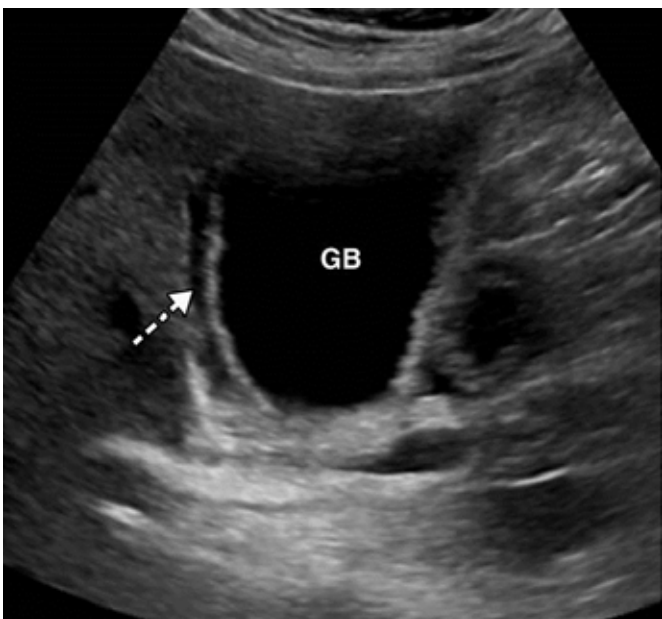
Ultrassonografia de vesícula biliar (modo B) mostra vesícula biliar com volume aumentada (GB) e edema de parede significativo (seta tracejada branca). Os achados são sugestivos de estase biliar e colecistite aguda.<sup>8</sup>
